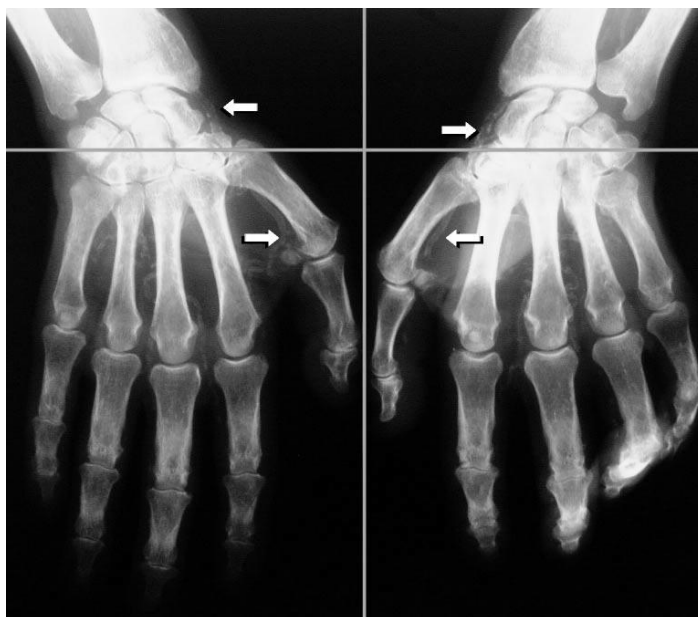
Imagen de calcificación de arterias radiales y digitales mediante radiografía simple con el método de Adragao. De: Adragao T. Nephrol Dial Transplant 2004;19:1480-1488 (14)
